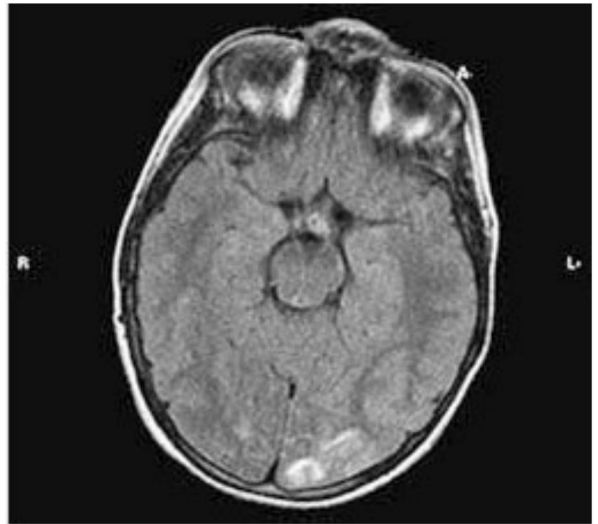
4 Imagen de resonancia magnética cerebral de un niño de 6 años con enfermedad renal terminal y encefalopatía hipertensiva (es decir, leucoencefalopatía posterior reversible). La señal de alta intensidad occipital bilateral es más pronunciada en el lado izquierdo.
